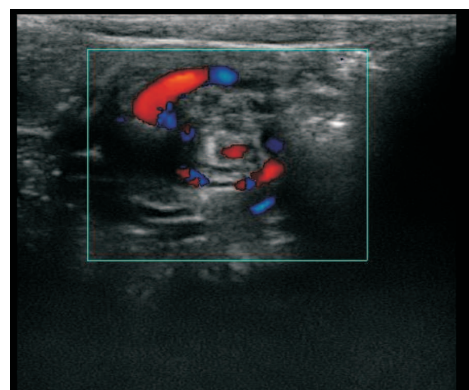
Coupe transversale échographique doppler. Signe du tourbillon « Whirpool sign ». Masse pré vertébral avec au centre une AMS (en rouge) située à droite de la veine (en bleu). Les tours de spires vasculaires au doppler correspondent à la veine mésentérique s'enroulant autour de l'artère au sein des anses digestives volvulées.
